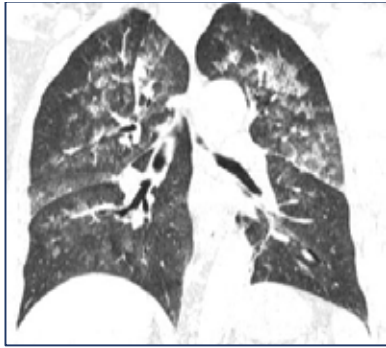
TAC simple tórax de ingreso hospitalario compatible con edema pulmón.
